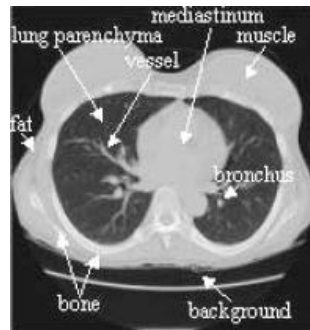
Slice del volumen completo de la imagen TC.
